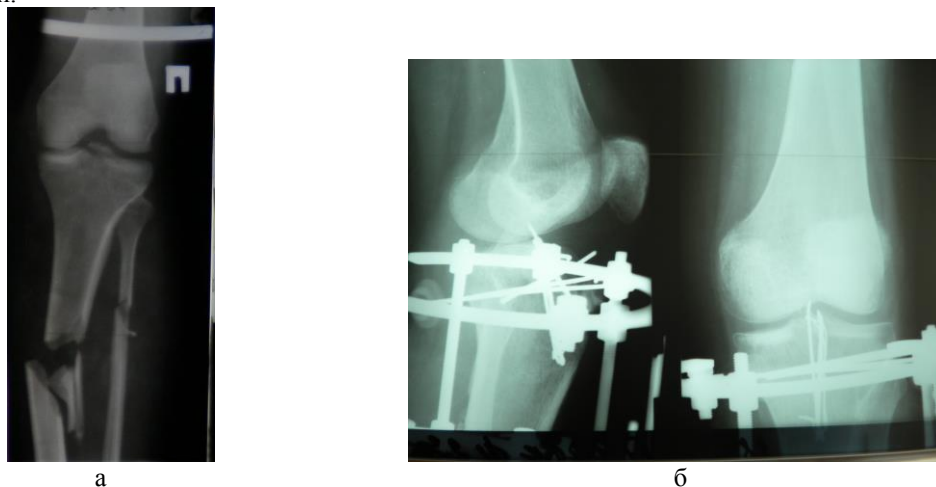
Рентгенограммы больного: а) после травмы и б) после остеосинтеза устройством
